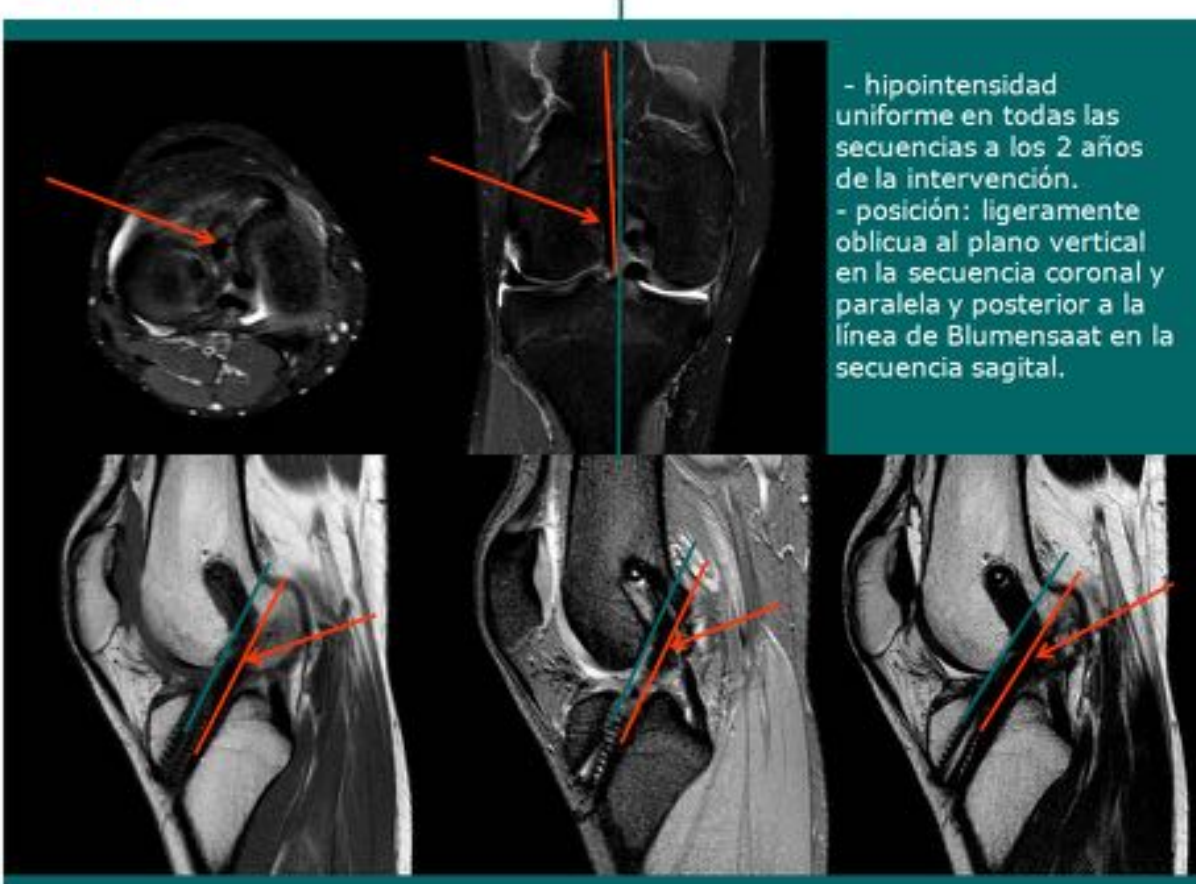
Anatomía normal de la plastia de LCA en RM.
